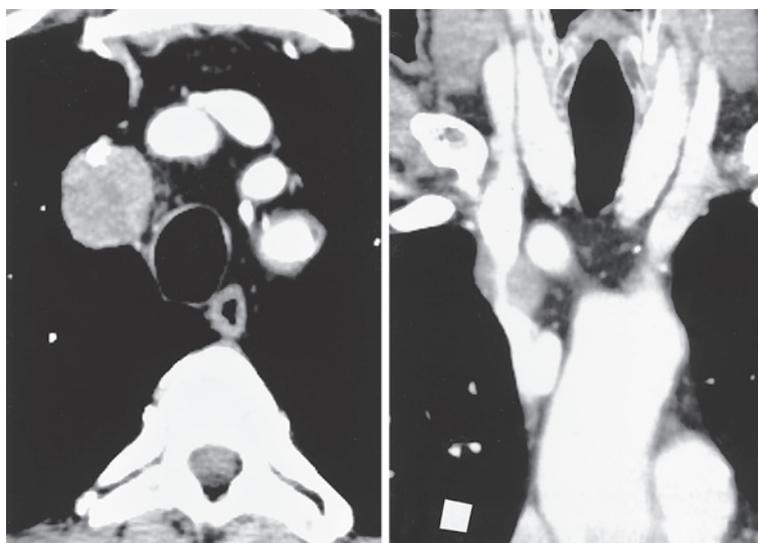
Chest CT scan demonstrates a heterogeneous mass in the mediastinum. The tumor involves the right brachiocephalic vein.
